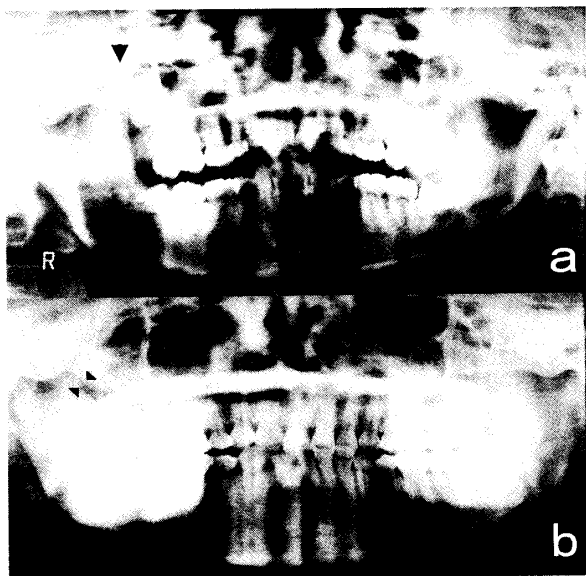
Panoramic radiographs showing (a) hyperplasia of the right coronoid process preoperatively (arrow) and (b) a postoperative bone defect between the coronoid process and mandibular ramus (arrow heads).
